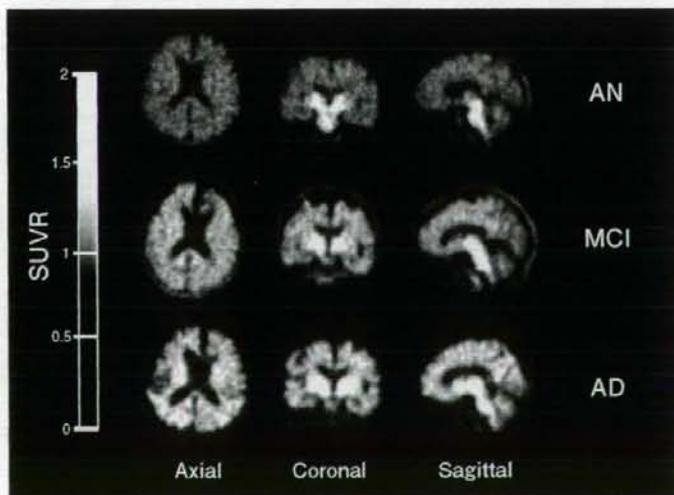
健常高齢者(AN)、軽度認知障害(MCI)、アルツハイマー病患者(AD)における $^{11}\text{C}$ BF-227 PET画像(投与後20~40分のSUVR画像)
